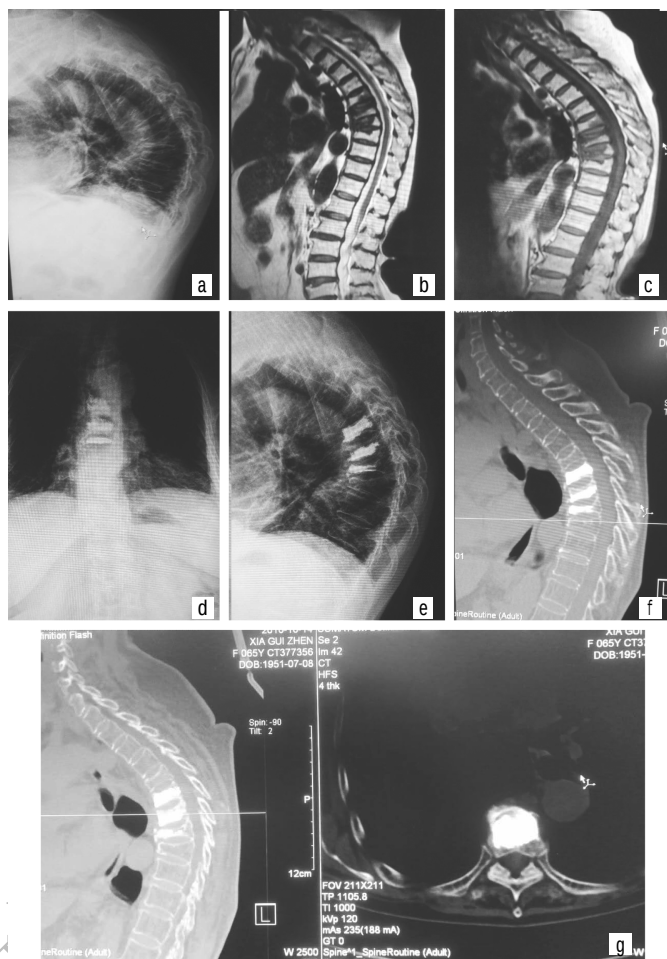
患者,女,65 岁。 T_{6-8} 骨折,单侧经椎弓根入路穿刺行 PKP,术中 T_{6-7} 注射骨水泥 4.5ml, T_8 注射骨水泥 3ml,骨水泥弥散良好,术后症状缓解(a:术前 X 线片;b-c:术前 MR 片;d-e:术后 X 线片;f-g:术后 CT 片)
